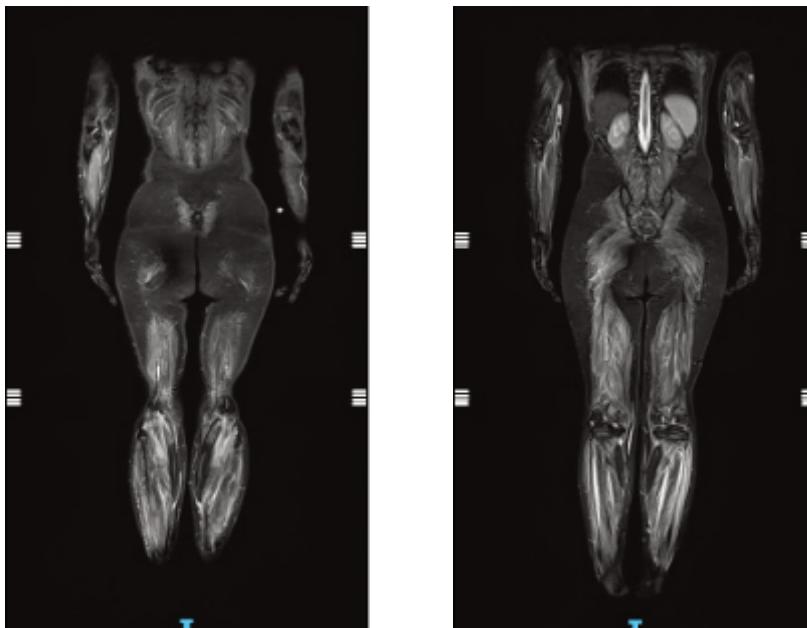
RM muscolo-scheletrica whole body (immagine coronale): lo studio documenta estese porzioni di tutti i gruppi muscolari delle cosce e delle gambe che mostrano elevato segnale nelle sequenze STIR.
